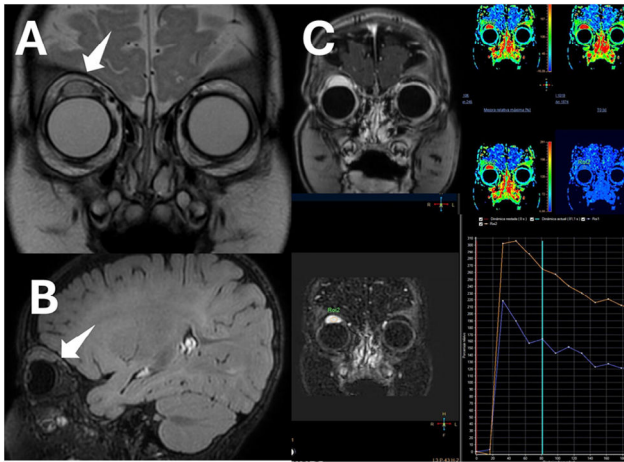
Imágenes de resonancia magnética.* En plano coronal (A) y sagital (B) se observa lesión homogénea hiperintensa en T2 en la parte distal del recto superior del ojo derecho, cerca de la inserción ocular, de $16 \times 14 \times 16$ mm (diámetros ap $\times$ tr $\times$ cc), con un borde hipointenso correspondiente a una pseudocápsula, con una difusión facilitada y sin calcificación ni hemorragia dentro de la lesión. C. Se realizó estudio de contraste dinámico, donde se adquirieron imágenes T1 con supresión grasa, observándose una curva arterial/tipo 3 que muestra un rápido ascenso inicial, seguido de un descenso con el tiempo (*washout*) en la fase retardada. La imagen poscontraste en el músculo recto superior izquierdo muestra un realce homogéneo.
